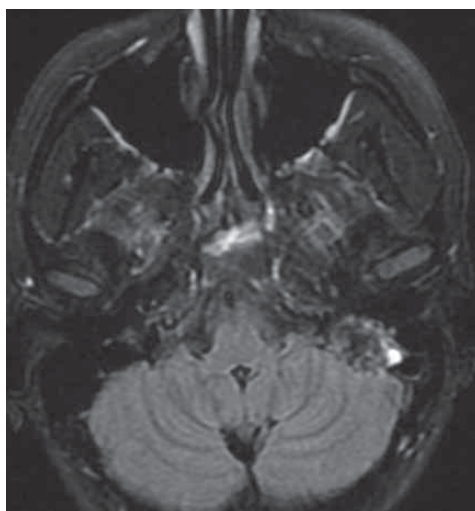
Магнитно-резонансная томография головы пациентки 36 лет, аксиальная проекция, режим Flair. Отсутствие сигнала свечения цереброспинальной жидкости в зоне образования (та же пациентка)
